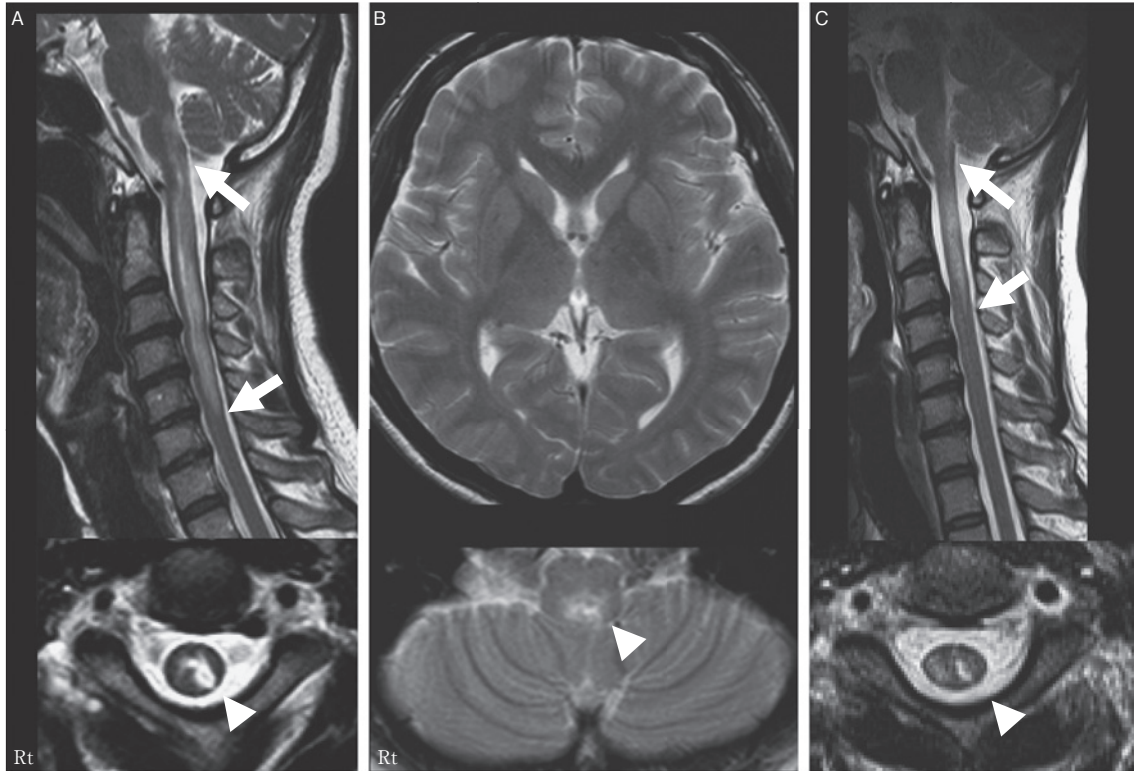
Spinal and brain MRI (T₂WI) (Sagittal and axial): (A) 1.5T; TR 1,999 ms, TE 120 ms. (B) 1.5T; TR 3,919 ms, TE 90 ms. (C) 1.0T; TR 3,080 ms, TE 90 ms.
